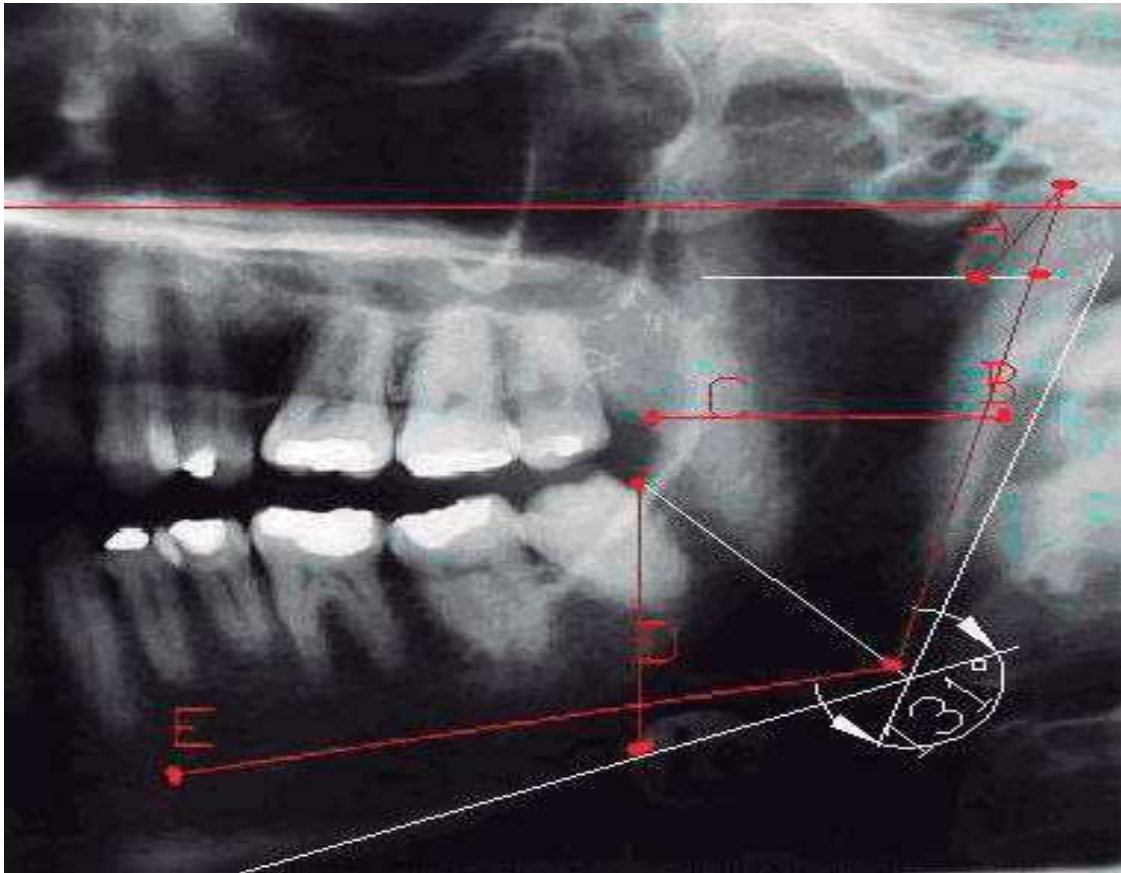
Radiografía Muestra del programa Viewbox 3.1.1
